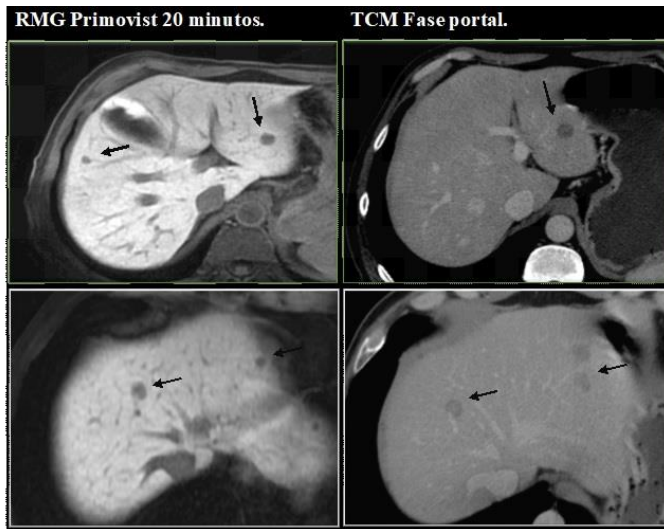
Imágenes comparativas de metástasis detectadas mediante resonancia magnética con contraste hepatoespecífico (RMG) y tomografía en fase portal (TCM), en ambos métodos se detectaron el mismo número de lesiones sin embargo cualitativamente la RMG facilita su detección.
